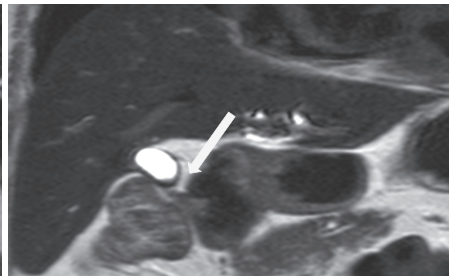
MRI 胆嚢十二指腸瘻の縮小傾向を認めた。
